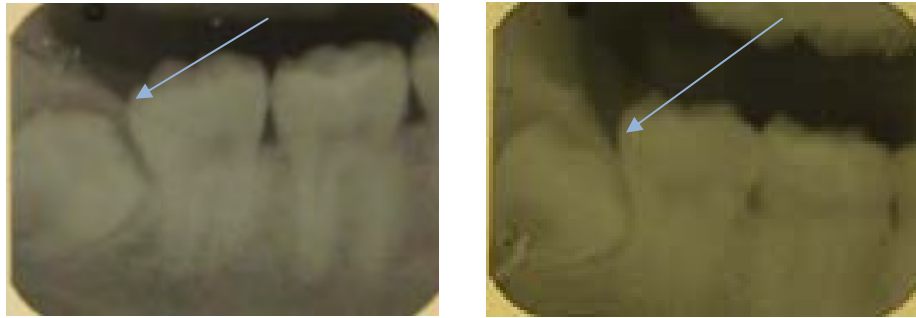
Izquierda Radiografía orto-radial, Derecha, Aplicación de la regla de Richards con angulación positiva observando una posición lingual del tercer molar. Se toma como referencia el borde de la rama de la mandíbula
